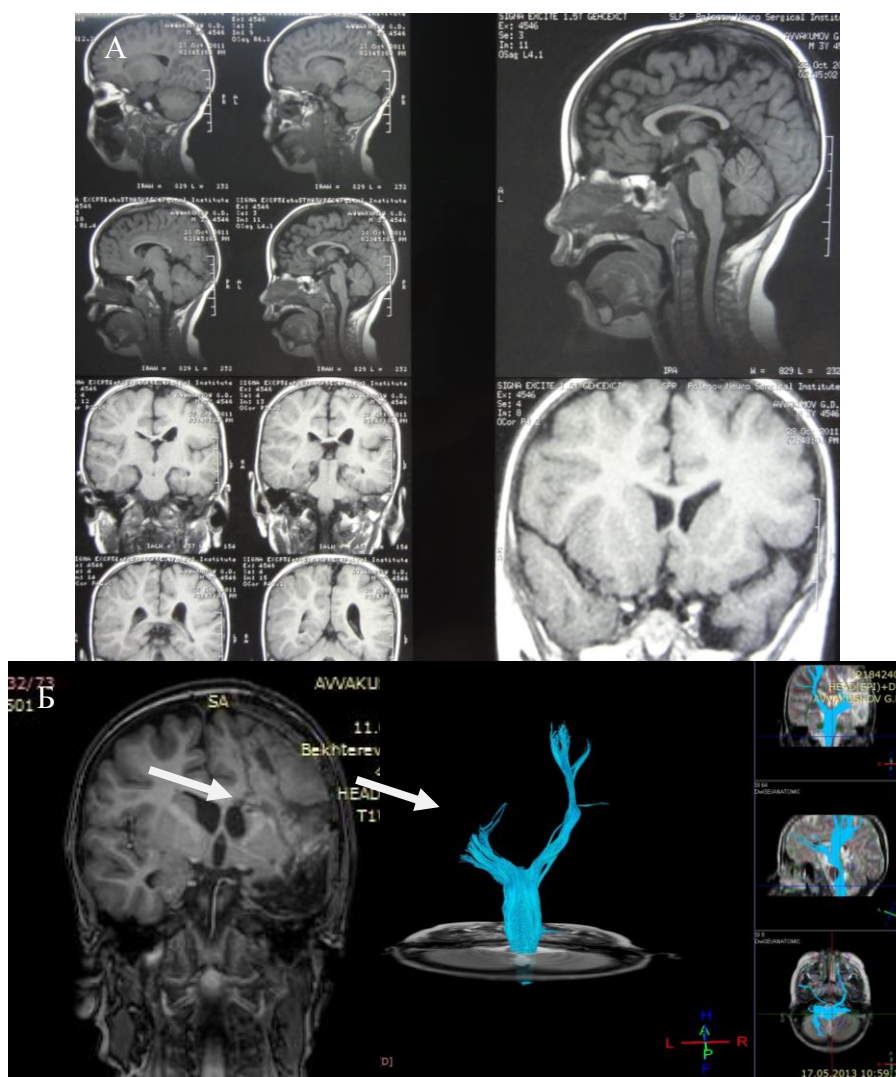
Больной А., 3 лет 5 мес. Ист. б. №2704-11. МРТ до операции (А). МРТ с трактографией (Б) через 6 мес после функциональной гемисферотомии.
